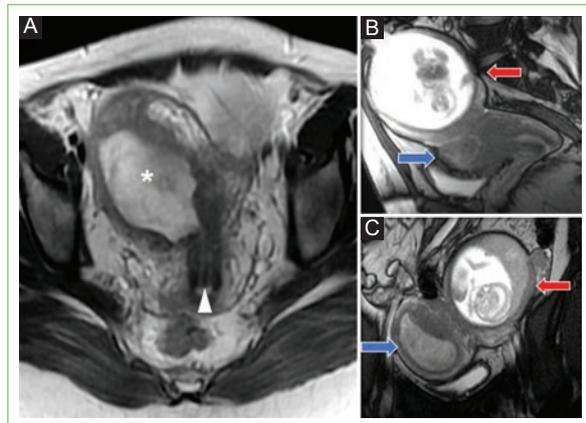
Resonancia magnética potenciada en T2. A: plano axial, útero unicornio con cavidad uterina vacía (asterisco) y cervix con tabique incompleto (punta de flecha). B y C: plano sagital y coronal, con útero unicornio (flecha azul) y embarazo en cuerno izquierdo (flecha roja).
